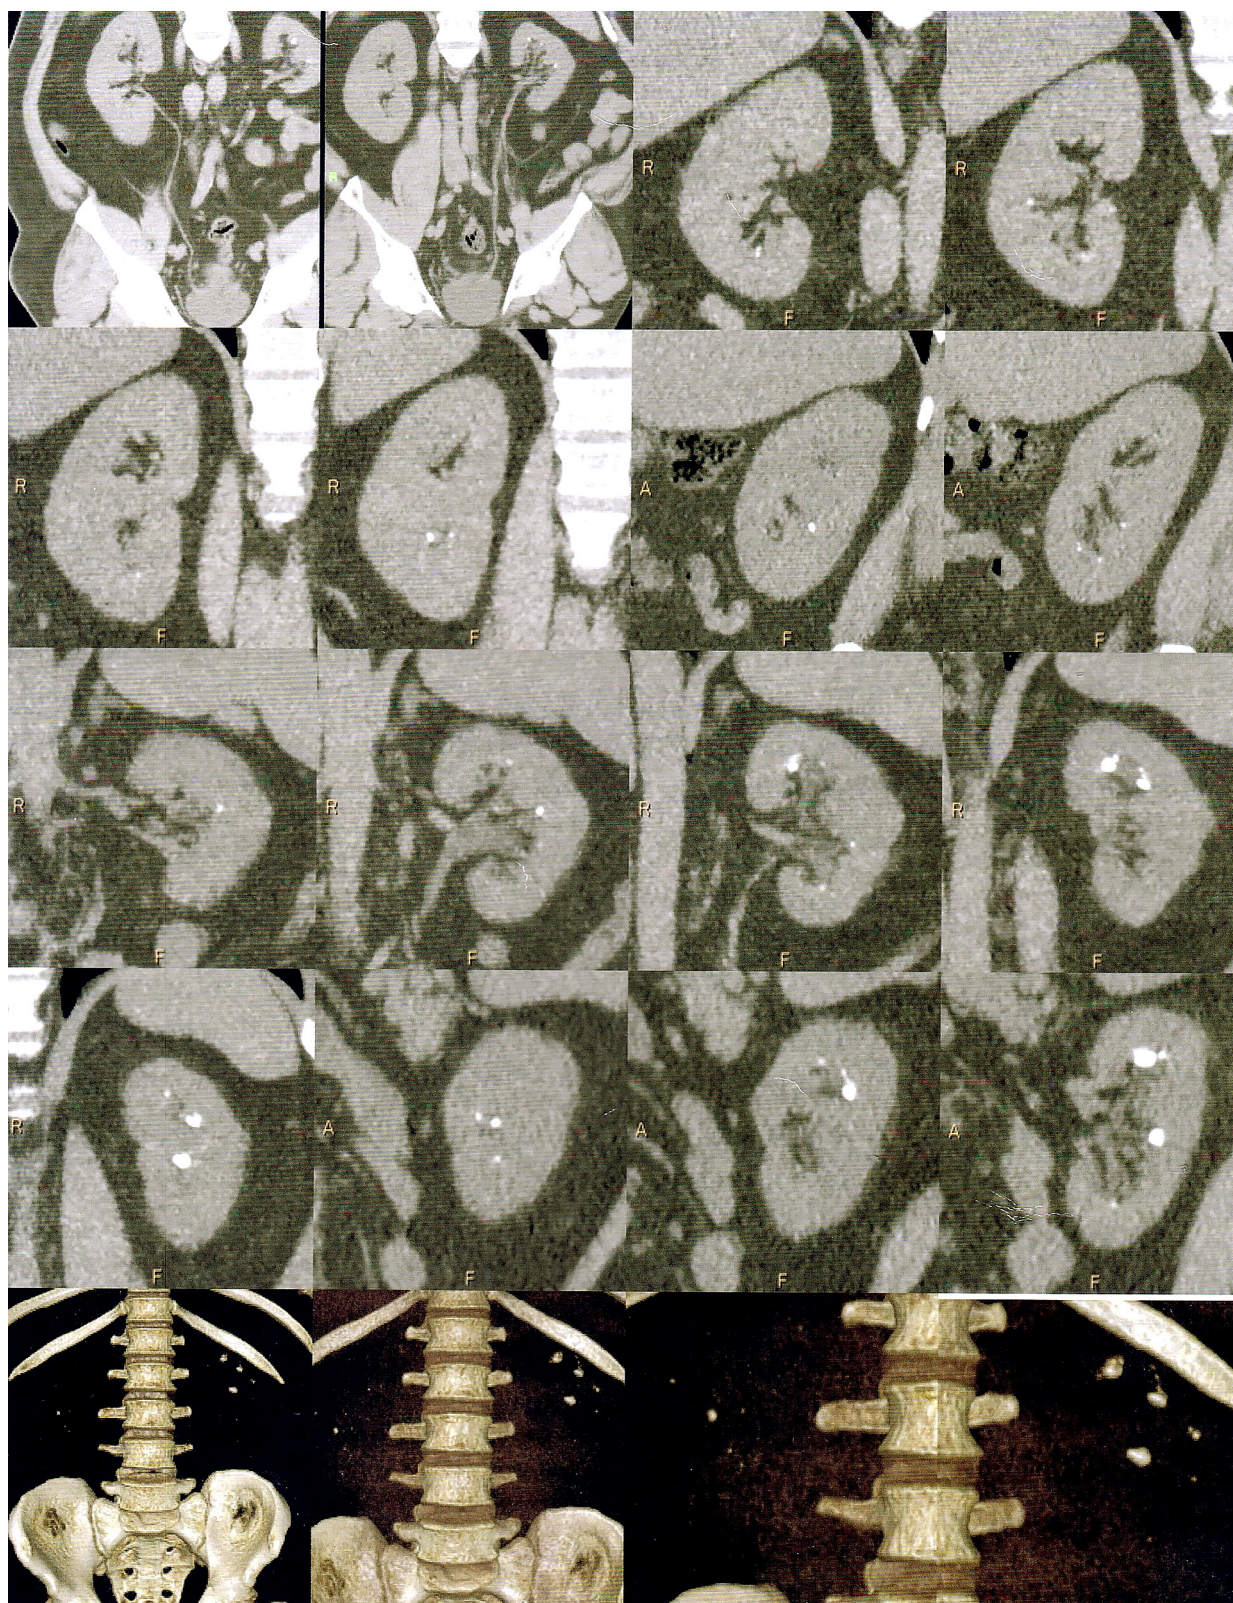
Візуалізація комп'ютерної томографії нирок з каменеутворенням
